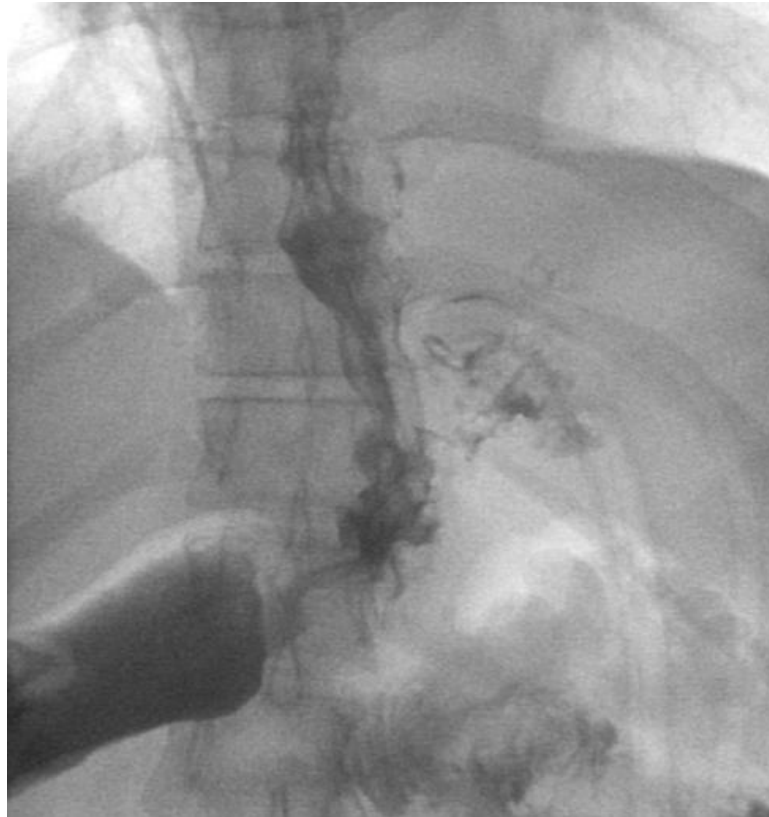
Рентгенологічна картина контрастного дослідження шлункової трубки хворої Д. від 29.04.15.
